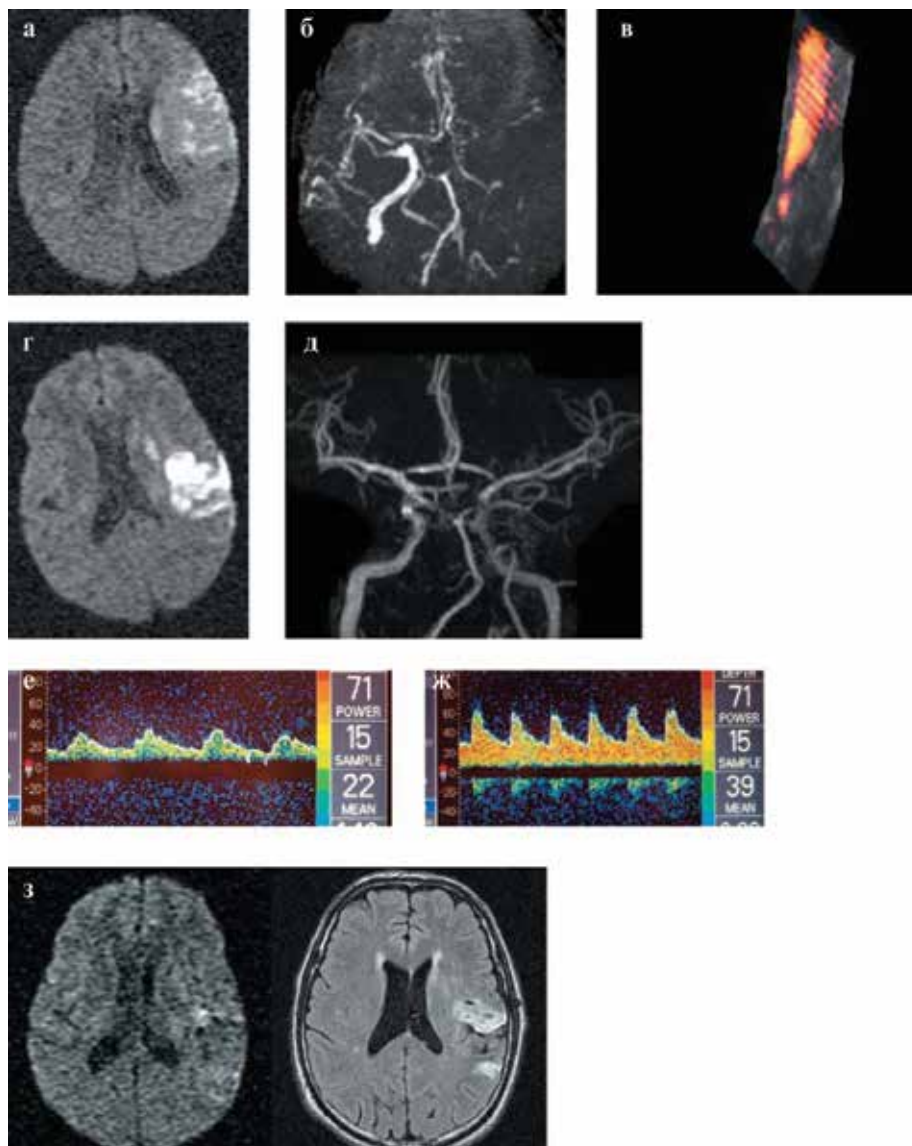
МРТ (а, г, з), МР-ангиография (б, д), цветное дуплексное сканирование левой внутренней сонной артерии (в) и ультразвуковая доплерография левой средней мозговой артерии (е, ж) у больного К., 53 лет, с ИИ в каротидном бассейне до и после внутривенного введения актилизе (описание в тексте)
